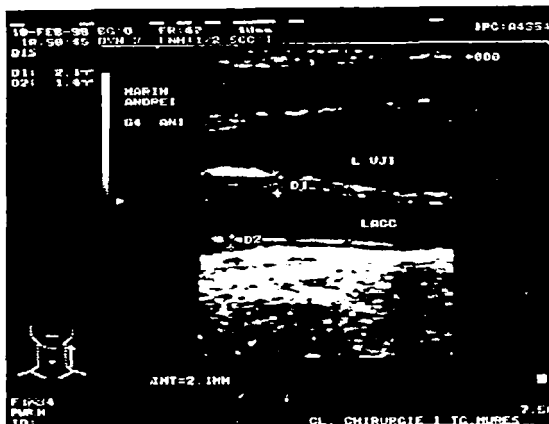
Aspect ecografic al IMT.
